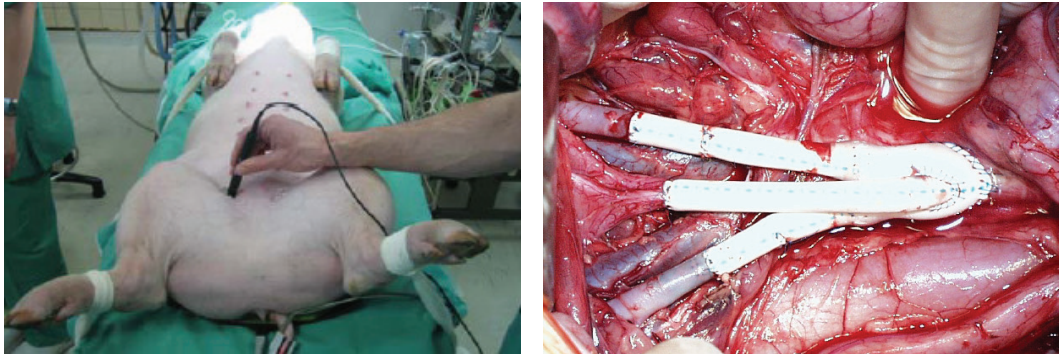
Untersuchung des femoralen Flusses mit Hilfe der Dopplersonografie (links) sowie intraoperativer Situs des Landschweins nach Implantation einer PTFE-Bifurkationsprothese und nach biliakalem Stenting von PLLA/SIR-DES im PTFE-Prothesen-Anastomosebereich (rechts) nach *Bünger et al.* [277, 278]
